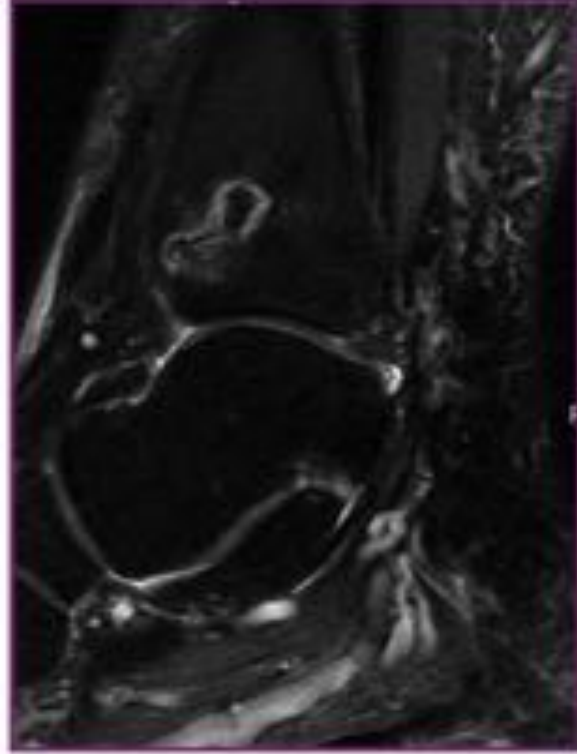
(b):* RM axial T1 y T2 sat fat del mismo paciente (derecha); cambios en intensidad de señal de la médula ósea de región metafisoepifisaria distal; reborde escleroso, contorno serpinginoso (hipointenso en T1 e hiperintenso en T2).
